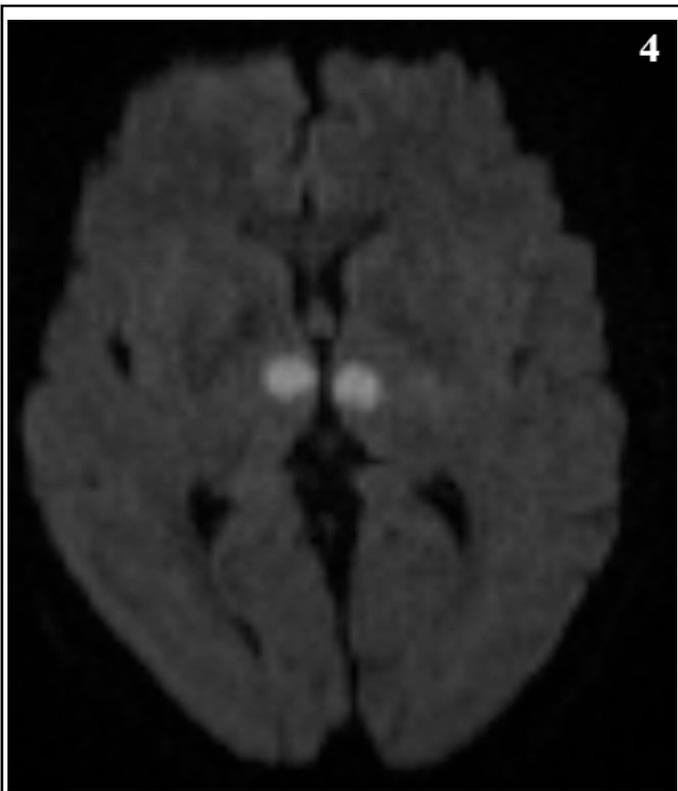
Lors de l'admission, l'IRM met en exergue un abaissement du coefficient de diffusion apparent (B1600) dans les régions thalamiques médiales.
